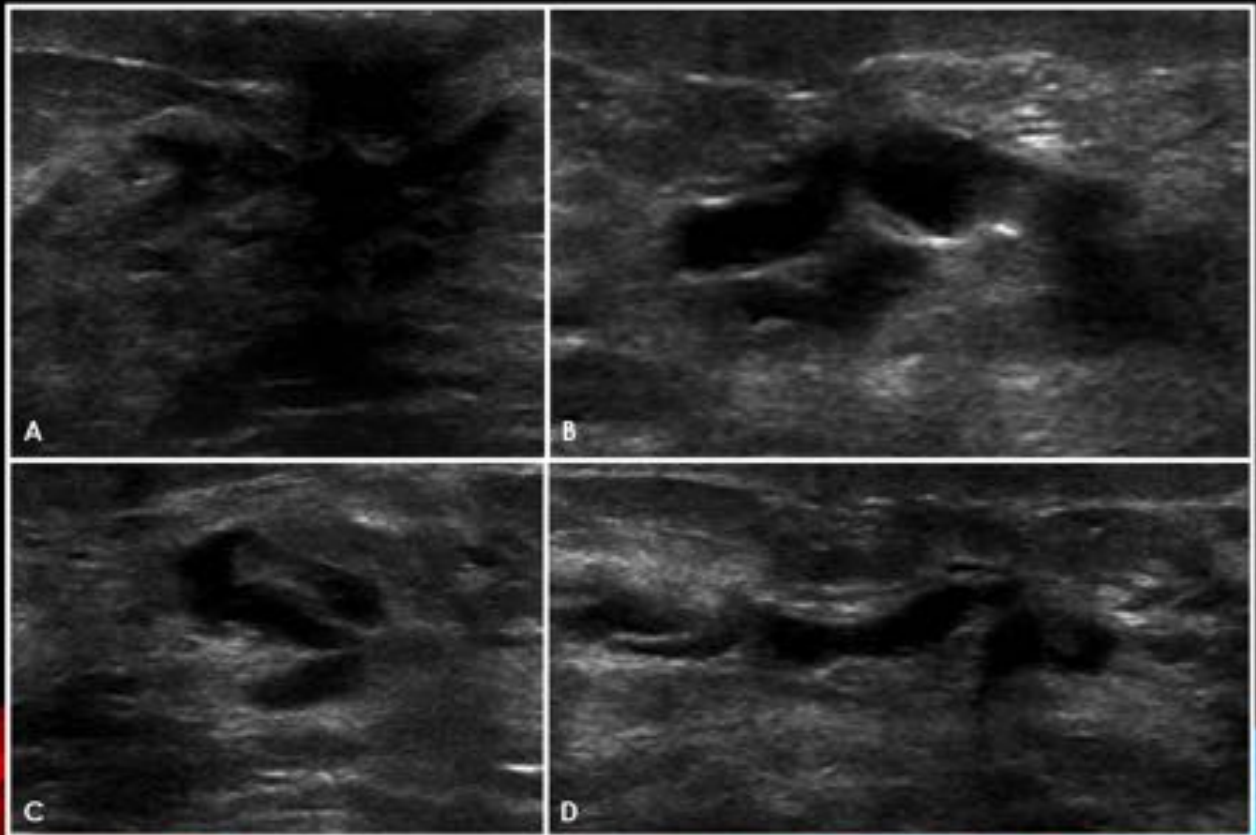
A-D. Ecografía mamaria. Dilatación de ductos retroareolares de mama izquierda, con lesiones nodulares hipocogénicas, redondeadas en su interior, en relación con papilomas múltiples. Servicio de Radiodiagnóstico. Complejo Hospitalario de Cáceres.
